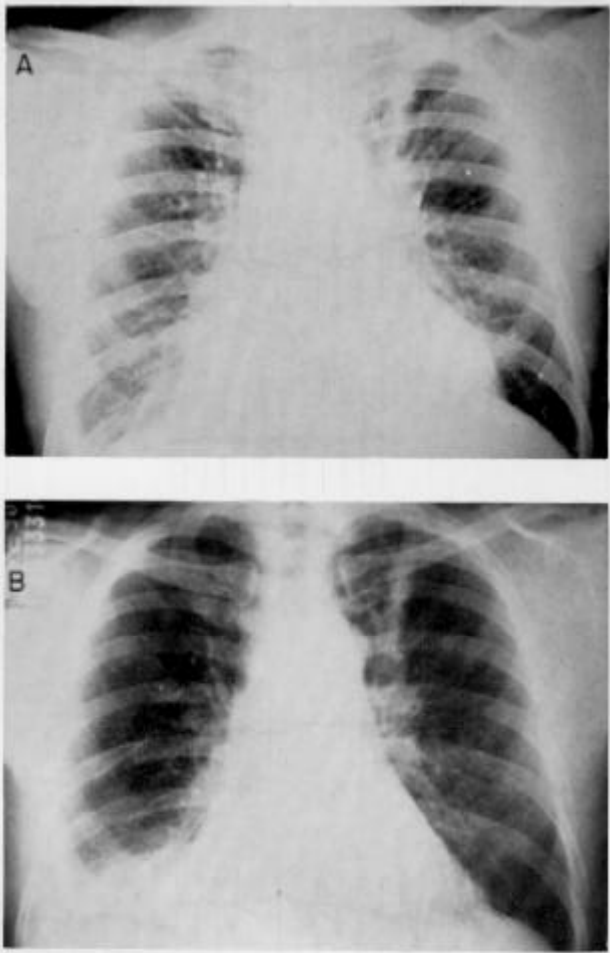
Radiografia do tórax antes (A) e depois (B) da punção pericárdica.
